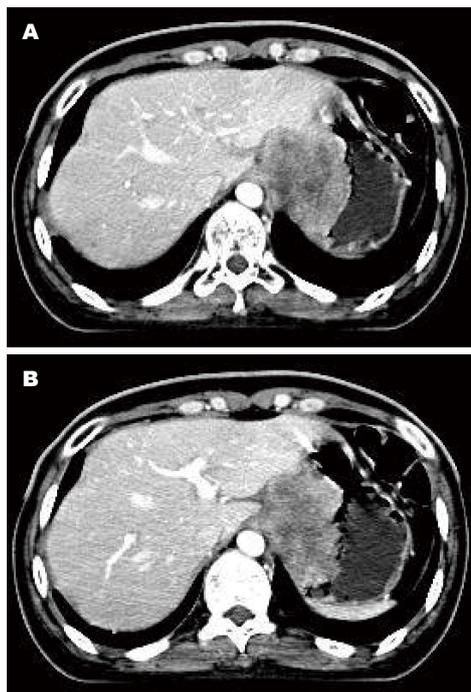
病例3, 女, 30岁, 宫颈癌胃转移. A, B: 不同层面增强MSCT静脉期轴位图像. MSCT: 多层螺旋CT.
